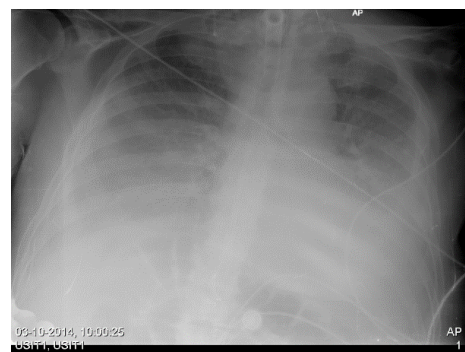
Telerradiografia de tórax de 03/10/2014
